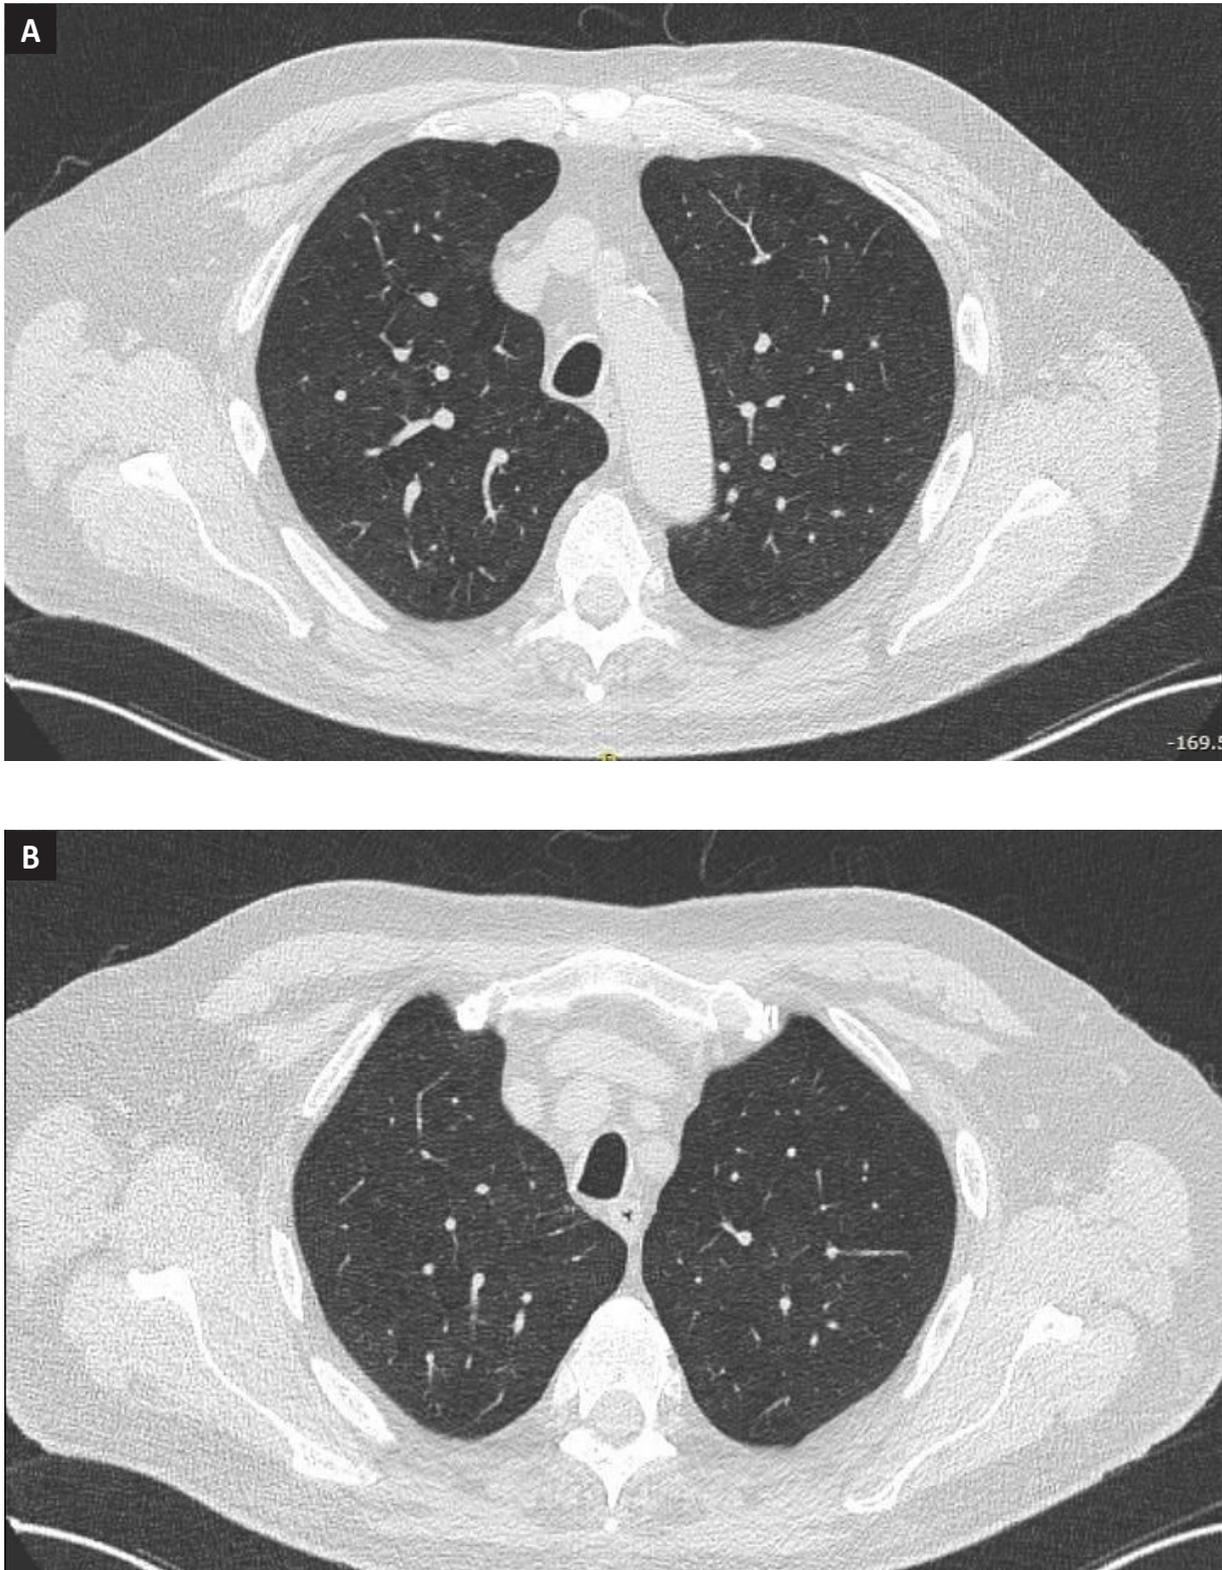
Tomografía simple de tórax, ventana pulmón con corte axial tres semanas previas al inicio de síntomas (A) y una semana previa de inicio de montelukast (B). Enfisema centrilobulillar más evidente en el lóbulo superior derecho, signos de hipertensión pulmonar precapilar, sin otros hallazgos en parénquima pulmonar o mediastino.
